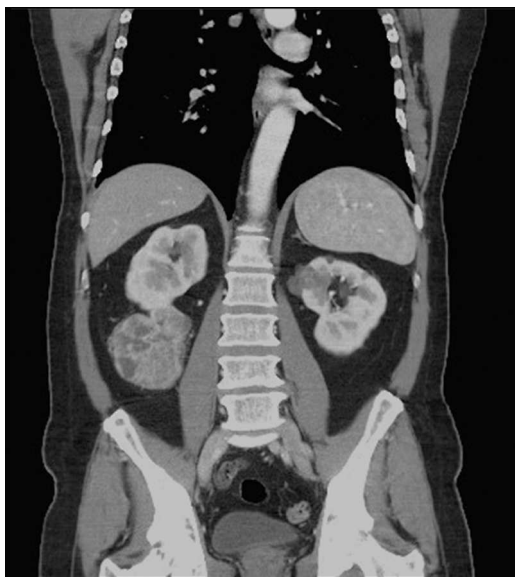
Tomografía computarizada abdominopélvica. Corte coronal donde se aprecia una masa sólida dependiente del polo renal inferior derecho de 8 x 7 cm y otra lesión de 3 cm en el polo renal superior izquierdo.
